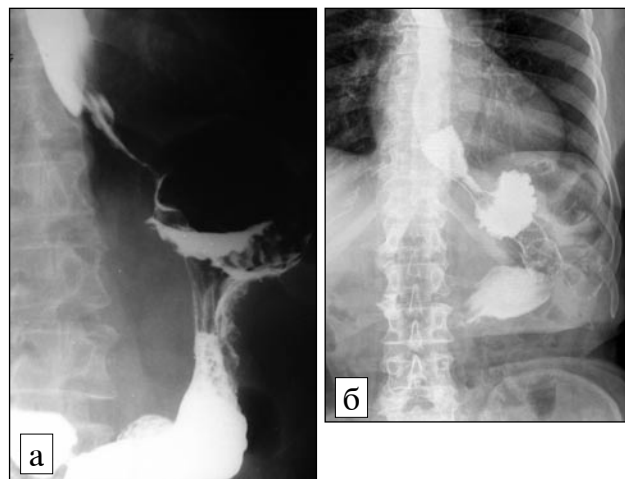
Рентгенограммы опухоли нижней трети пищевода до (а) и после (б) эндопротезирования сетчатым металлическим стентом.
